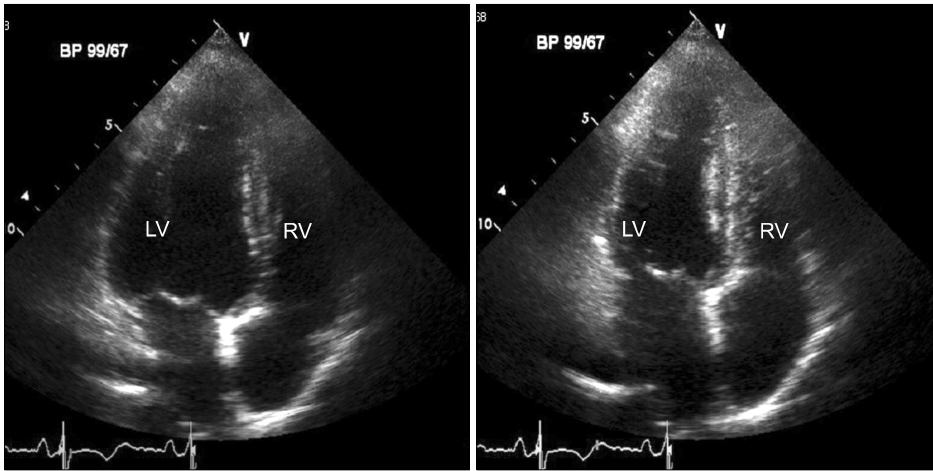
Apical four chamber view (end-diastolic and end-systolic period) after patient's recovery. LV: left ventricle; RV: right ventricle.
